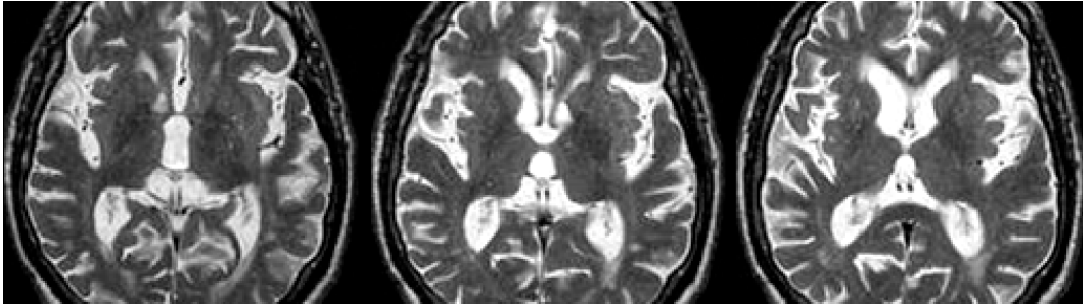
Coupes axiales d'acquisitions cérébrales par RMN en séquences T2. Dilatation modérée asymétrique des ventricules latéraux consécutifs à l'atrophie corticale bilatérale péricentrale prédominant à droite. Dilatation modérée du troisième ventricule. Hyposignal des putamens (99).
